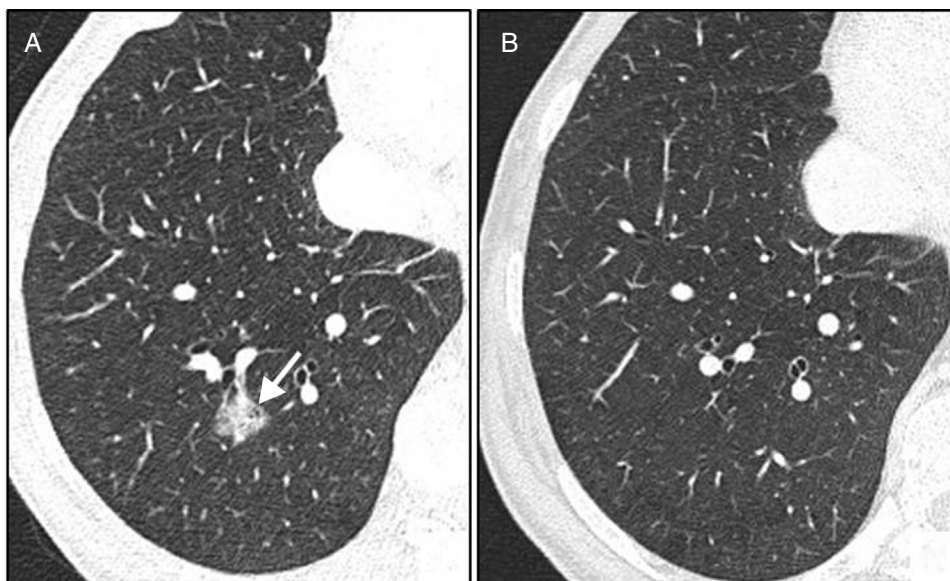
Mujer de 63 años. A) Nódulo parcialmente sólido detectado incidentalmente en estudio de TC-colonografía (flecha). B) En el control realizado a los 3 meses el nódulo ha desaparecido, lo que confirma su etiología benigna.
